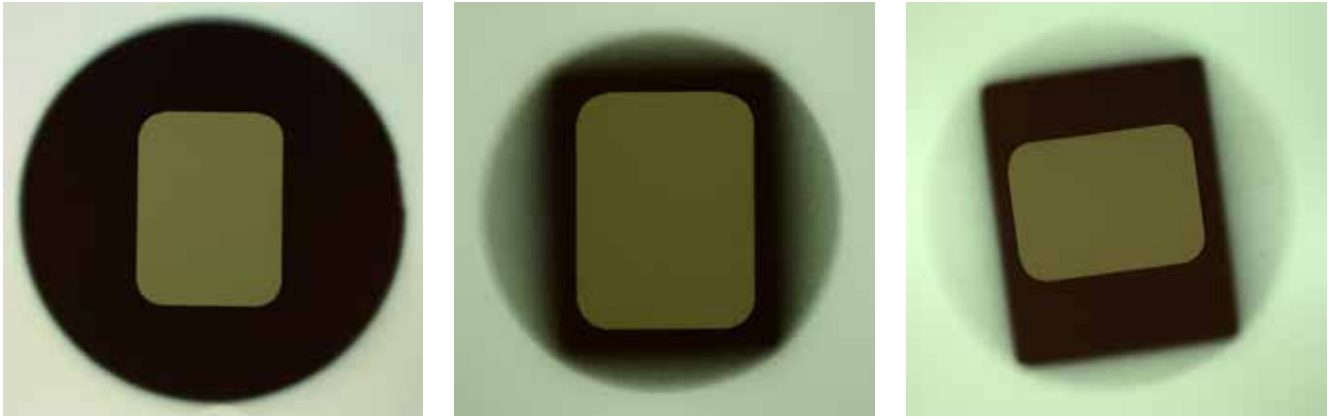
Links: Der ausgepackte Zahnfilm liegt mittig auf dem von einem auf einer Röntgenkassette aufliegendem Rundtubus geschwärzten Feld; Mitte: gleiche Anordnung wie links, dieses Mal unter Verwendung einer kommerziellen Blende; Rechts gleiche Anordnung wie in der Mitte, dieses Mal mit 5 cm Abstand zum Film.
